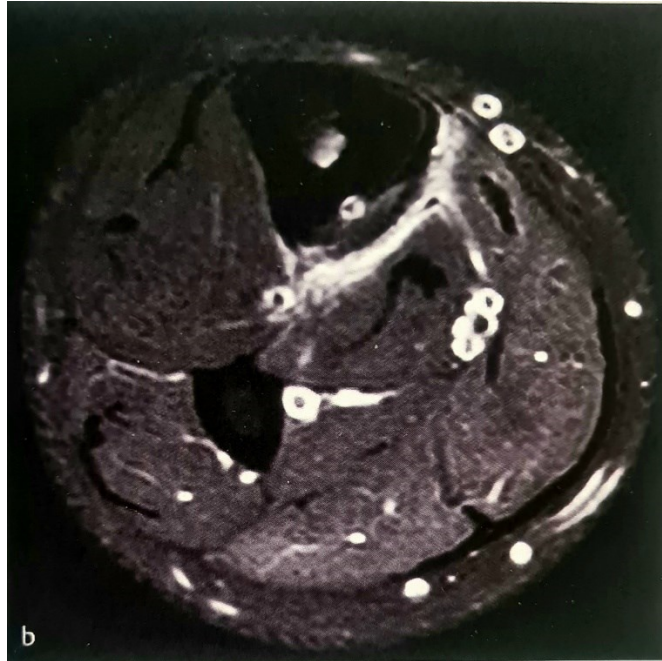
Axiales fettunterdrücktes T2-gewichtetes MRT-Bild zeigt ein Knochenödem im Bereich des sklerosierten Areals um den Nidus sowie dem angrenzenden Weichteilgewebe (6)
